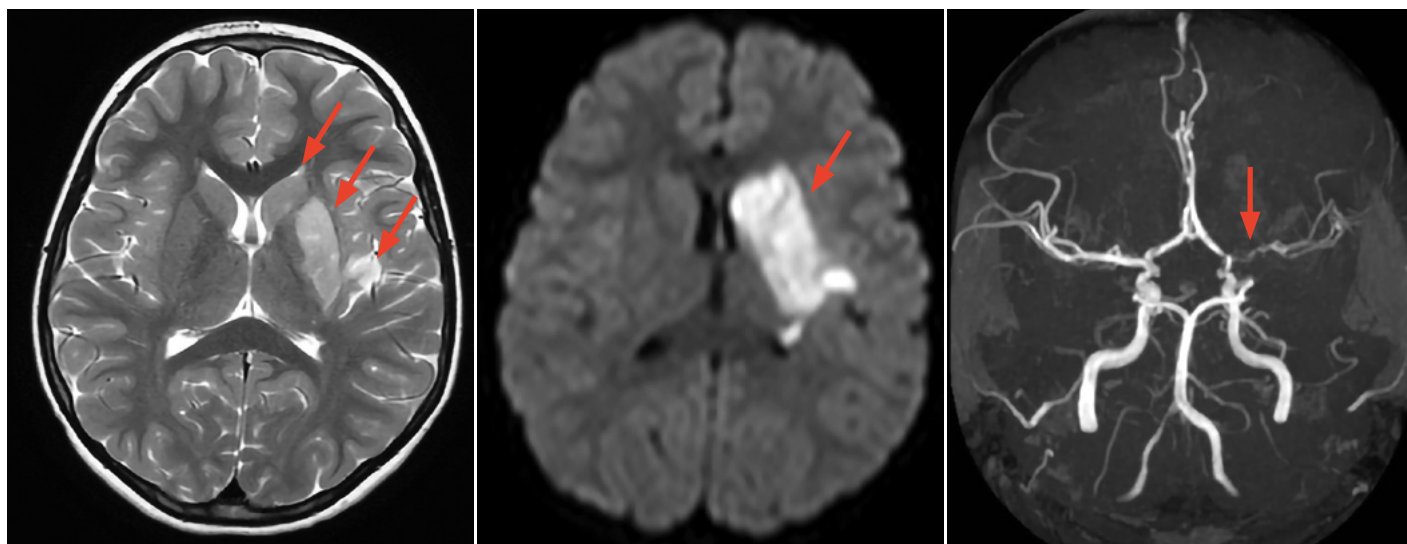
MRI mozku u 8leté pacientky po iCMP na podkladě vaskulitidy, nejspíše fokální mozkové arteriopatie zánětlivého typu
